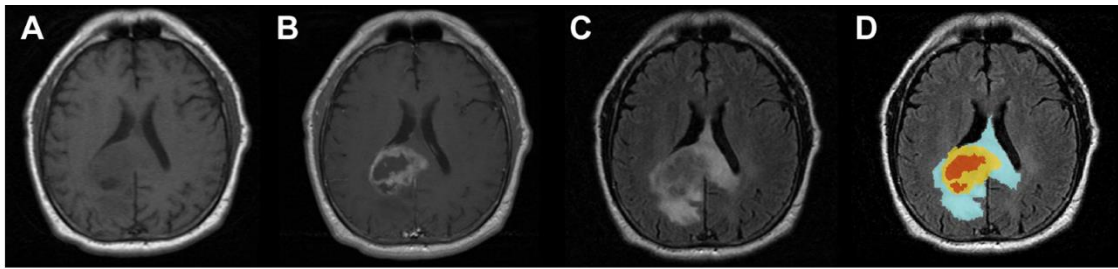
MR imaging features of adult GBM. (A) Precontrast T1 sequence. (B) Postcontrast T1 sequence. (C) FLAIR sequence. (D) Segmented image of a typical GBM tumor as shown by three-dimensional Slicer software (www.slicer.org), where *red* represents central necrosis, *yellow* represents the contrast-enhancing portion of the tumor, and *blue* represents the surrounding abnormal signal intensity corresponding to edema and invasion.
